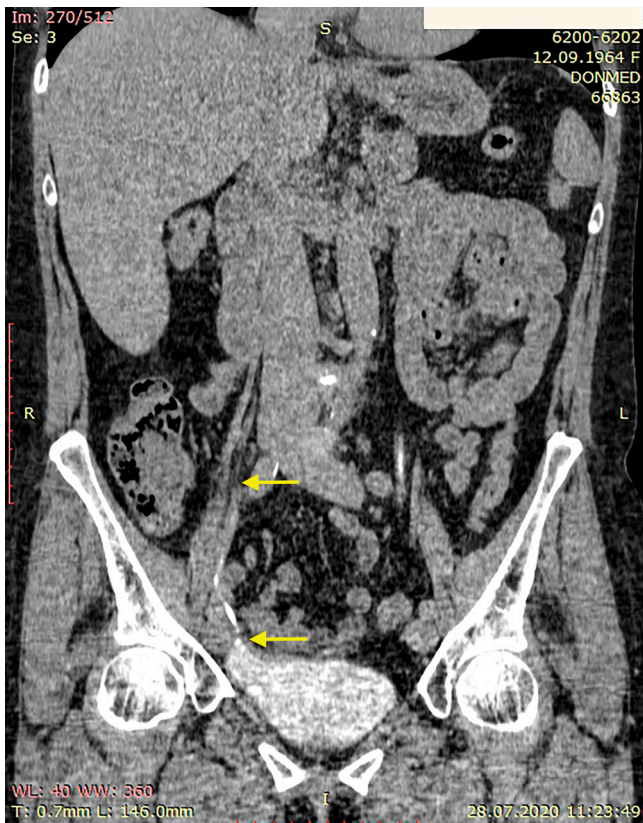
Компьютерная томография с контрастным усилением после операции. Стрелками обозначены границы замещенного участка мочеточника
